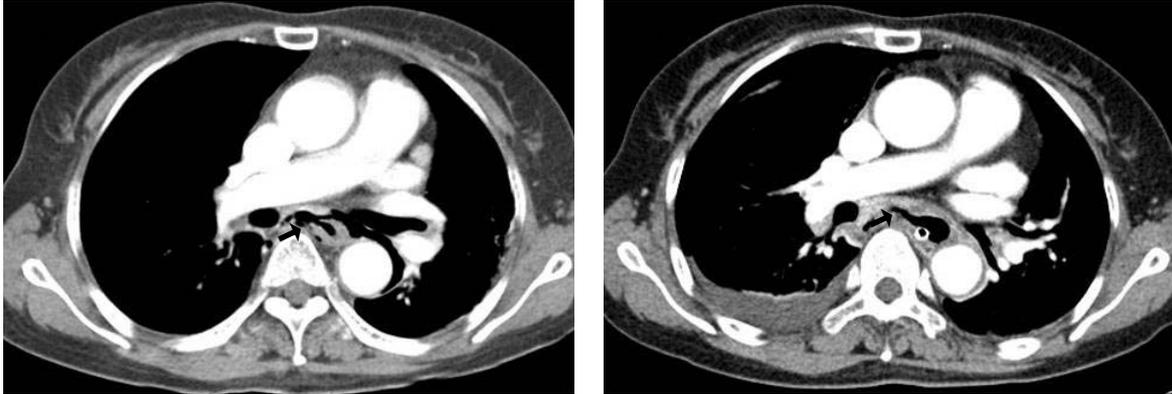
The finding of Chest CT scan. (A) At just after procedure, 1.5 cm sized wall defect (arrow) with surrounding pneumomediastinum is observed at medial side of subcarinal level. (B) Three days after, more prominent rupture site with surrounding abscess formation (arrow) is noted.
